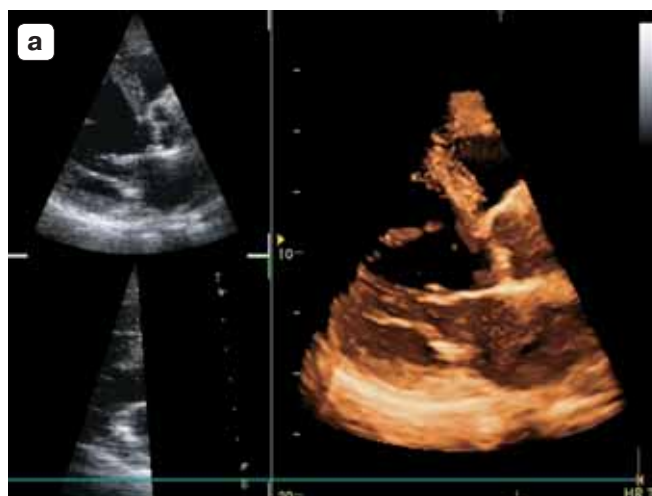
а – трехмерная эхокардиография при аортальном стенозе; б – четырехмерная эхокардиография в оценке кровотока на митральном клапане.
